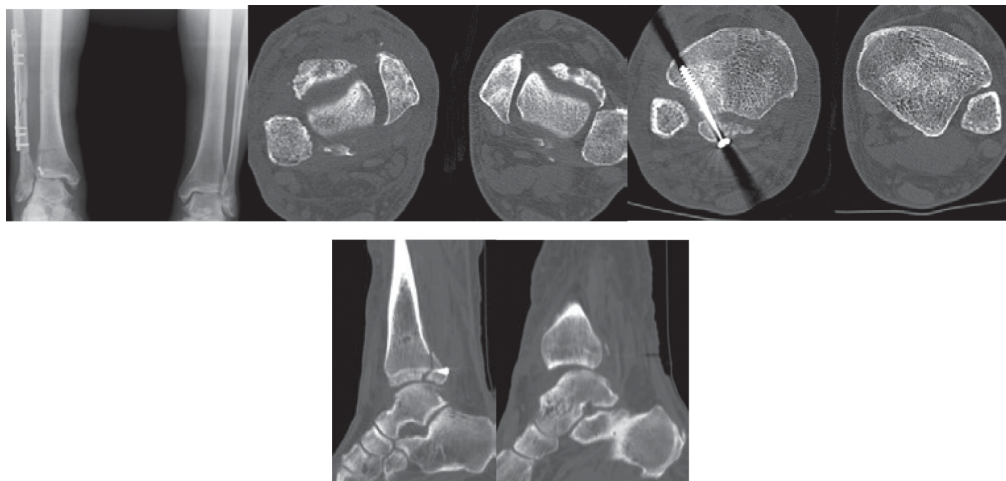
Сравнительные рентгенограммы и КТ-сканы голеностопных суставов больного 3. после удаления винта
